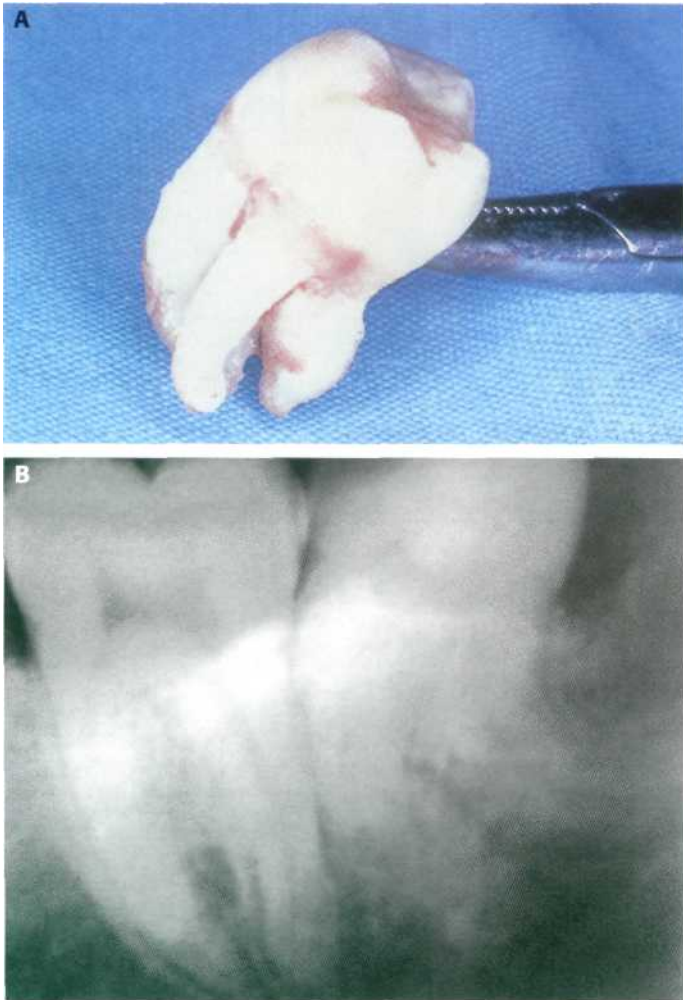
(A) 4.8 con cuatro raíces divergentes. (B) 3.8 con raíces finas con vías de salida distintas (radiografía periapical).
